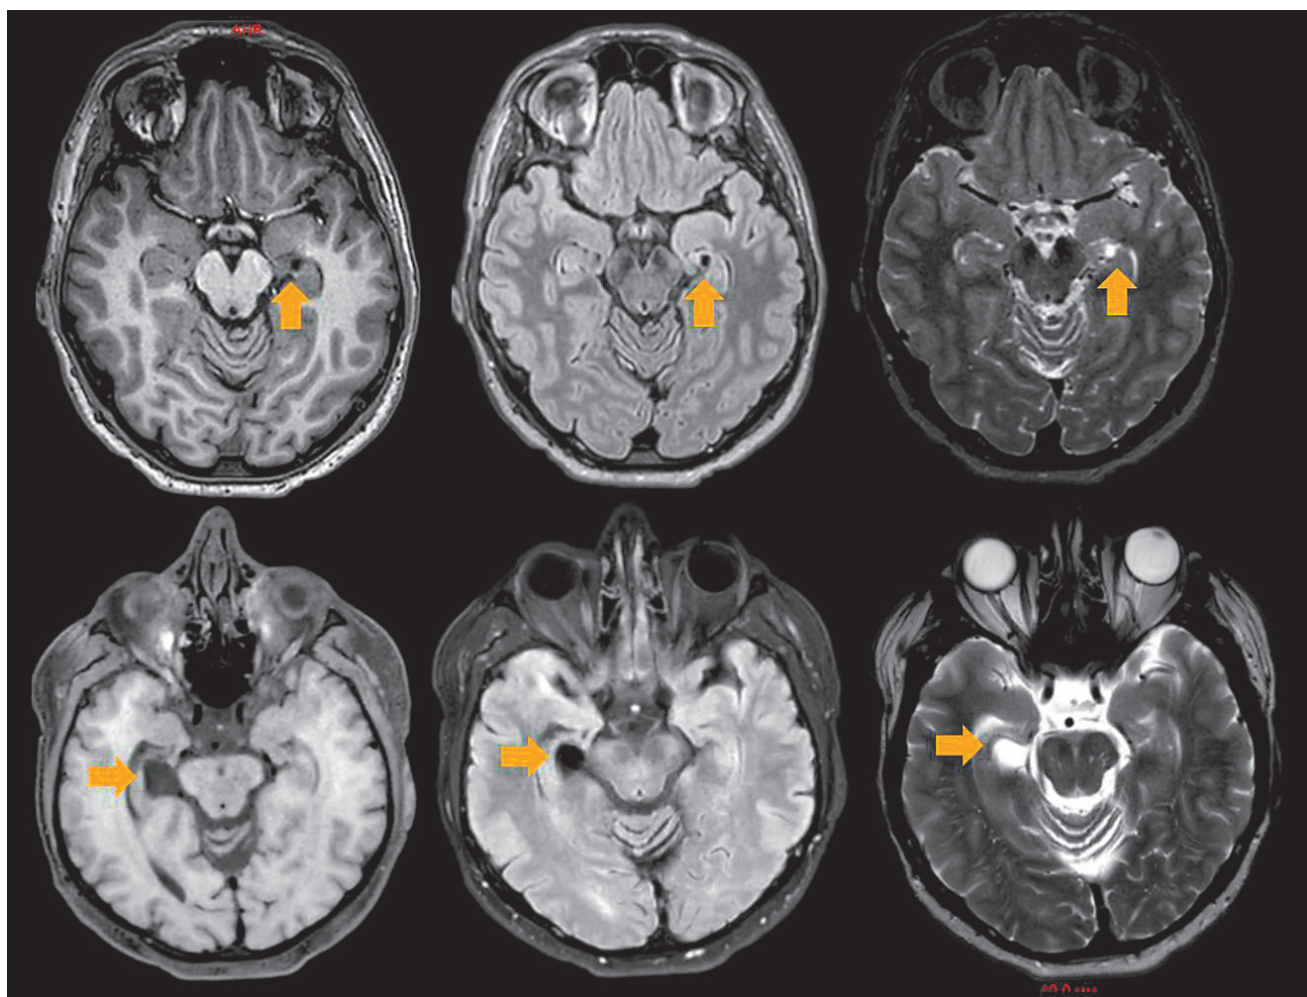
Кисты хориоидальной щели (верхний ряд — данные МРТ высокого разрешения (3Т) по программе «эпи-протокол» иллюстрируют мелкую жидкостную кисту, нижний ряд — данные рутинного МРТ сканирования (3Т) демонстрируют жидкостную кисту хориоидальной щели правого гиппокампа)
